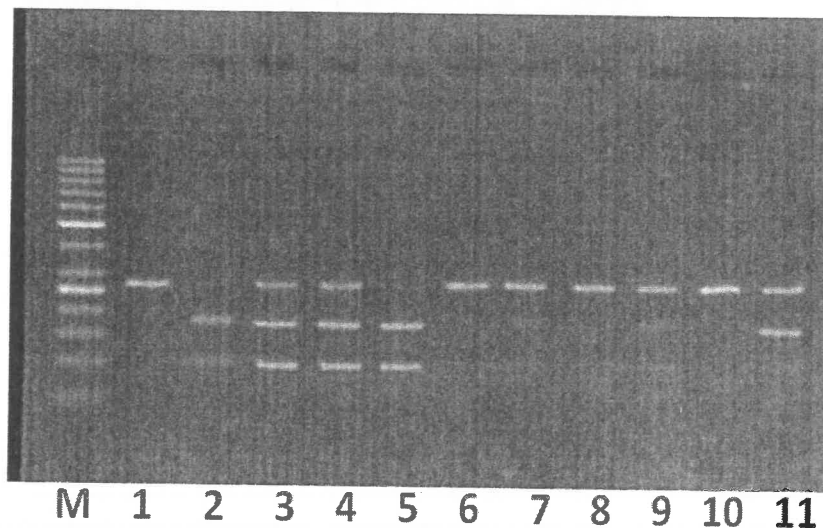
Polimorfismul MTHFR C677T (metilentetrahidrofolat reductaza) analizat prin tehnica PCR-RFLP (M- marker de greutate moleculară 50pb, 1,6, 8,10 – homozigotii CC, 3, 4,7, 9, 11 – heterozigotii CT, 2, 5 – homozigotii TT)
